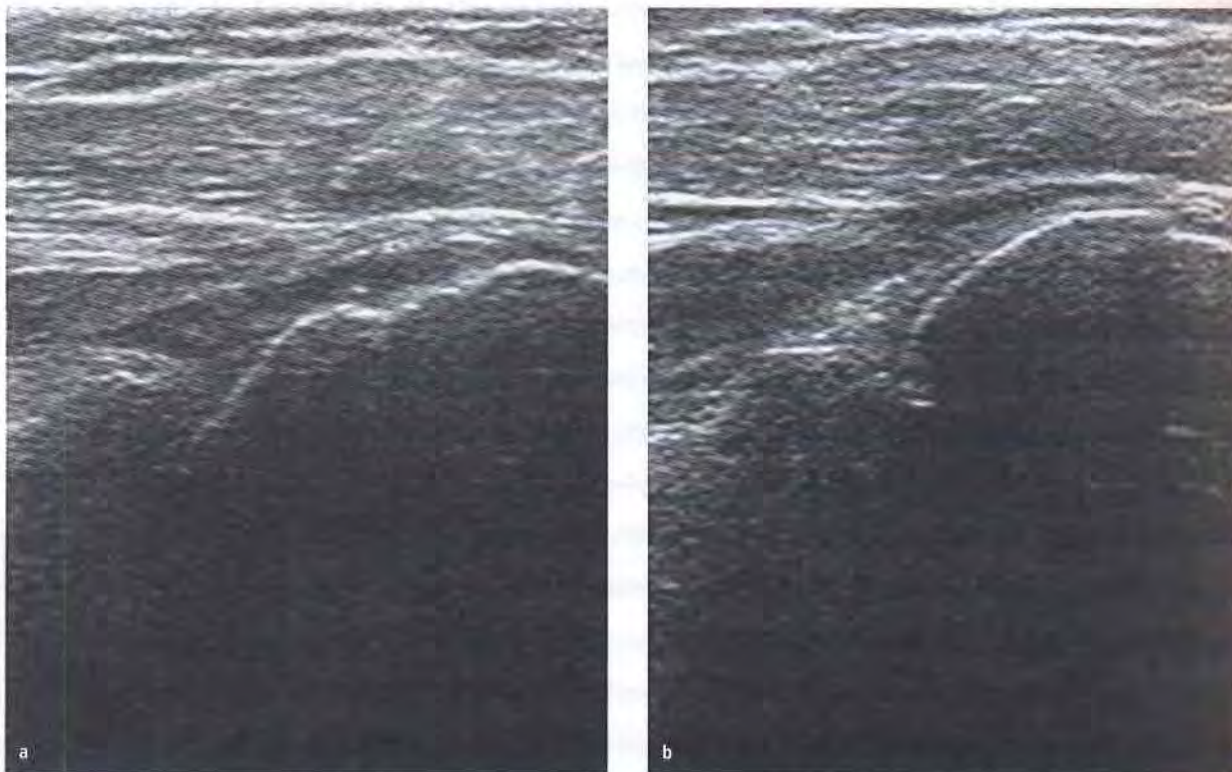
43-jährige Patientin mit sonographisch gesicherter Omarthritis im rechten Schultergelenk. Die Flüssigkeit stellt sich als echoarme Formation zwischen dem M. infraspinatus, dem Humeruskopf und der Skapula dar. Es handelt sich um einen septischen Gelenkerguss (a). Der Vergleich mit dem linken Schultergelenk (b) verdeutlicht den Befund. (Abb. 7-9a und b mit freundlicher Genehmigung des Thieme-Verlags aus: Konermann W, Gruber G (2000) Ultraschalldiagnostik der Stütz- und Bewegungsorgane. Thieme, Stuttgart–New York.)
